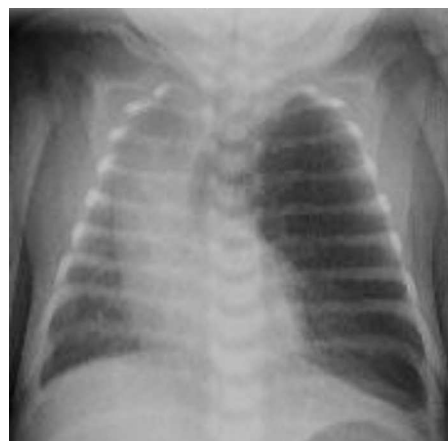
Radiografía tórax: hiperinsuflación del LSI con desviación mediastínica contralateral.
